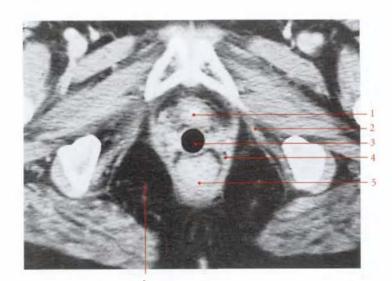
Coupe transversale tomodensitométrique (TDM) passant par la symphyse pubienne
